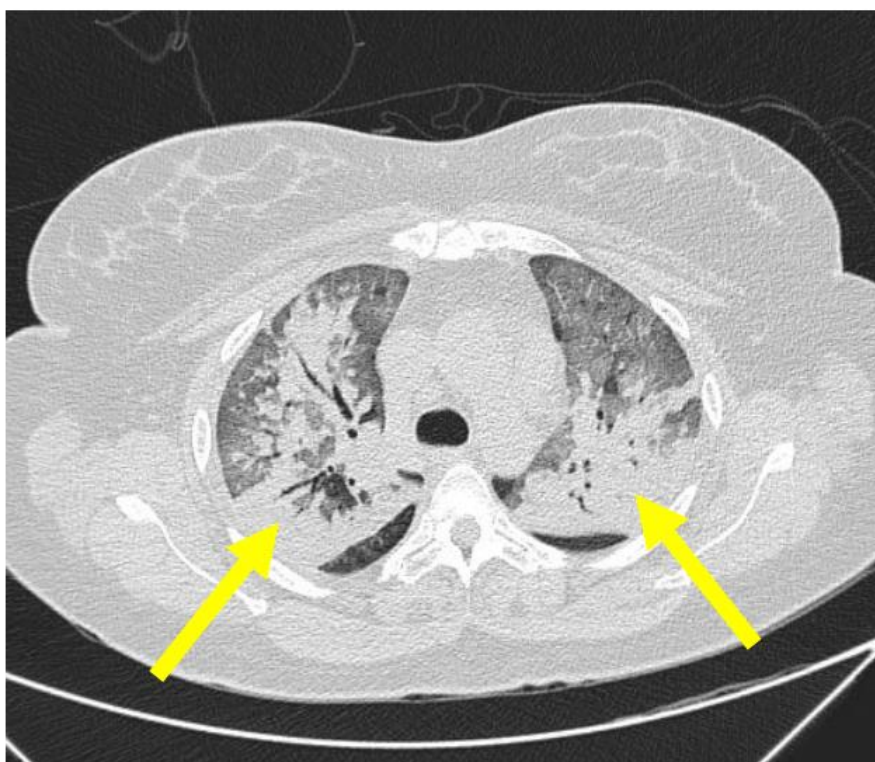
Tomografia de tórax com consolidação
